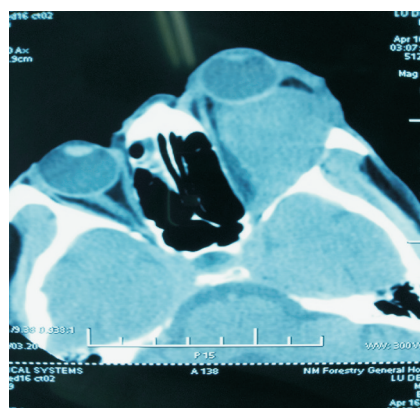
眼眶部 CT 检查提示: 左眼球后肌锥内占位。
